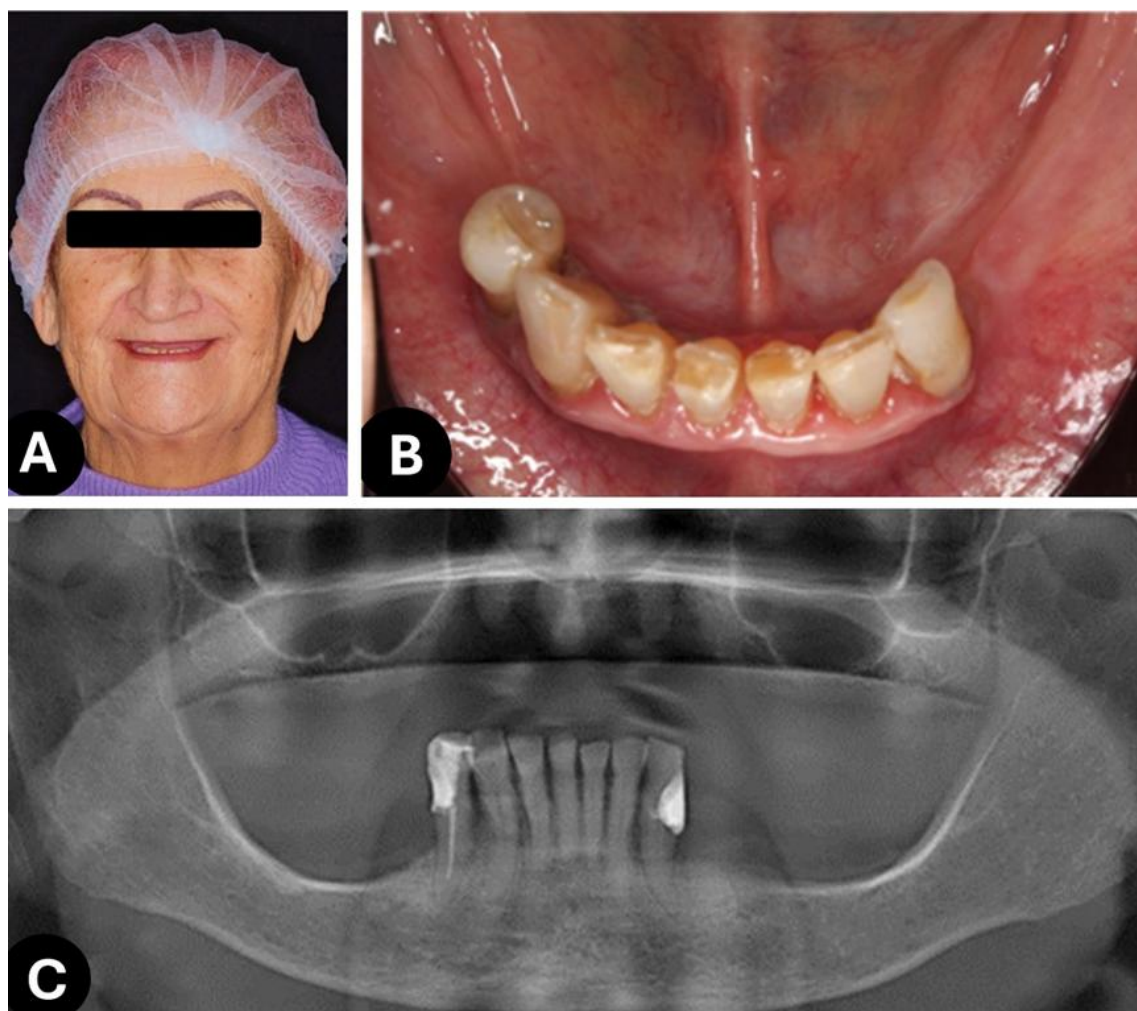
A- Fotografia inicial extraoral frontal; B- Aspecto inicial da arcada inferior; C- Radiografia panorâmica inicial mostrando a reabsorção óssea mandibular.
